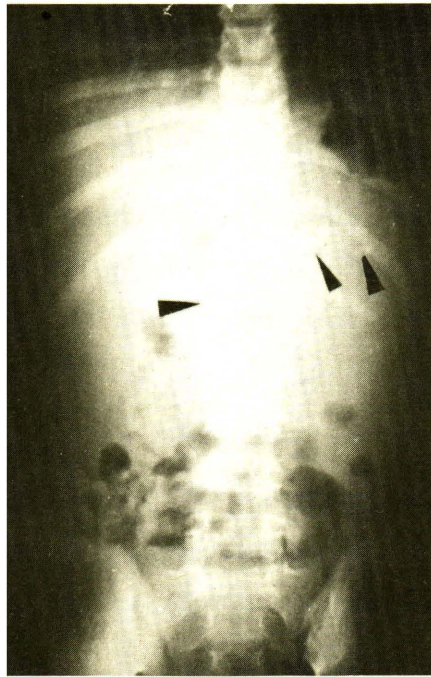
Plain abdominal roentgenography of the case 3 demonstrated pancreatic calcification.
